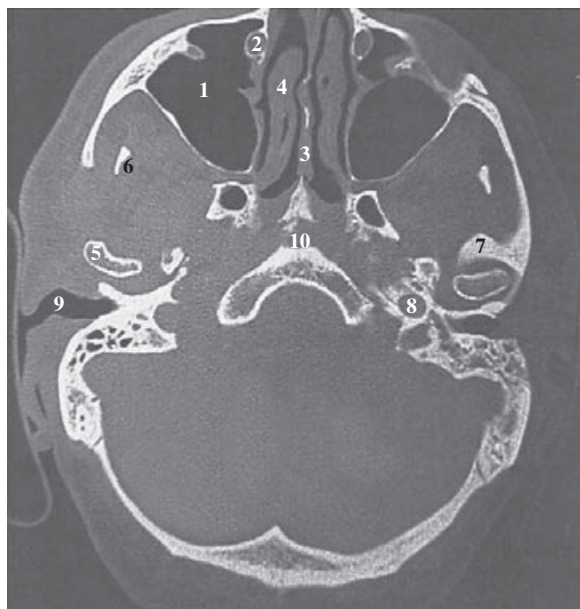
Tomografía computarizada de la cabeza. Sección axial a nivel de las fosas nasales. 1) Seno maxilar. 2) Conducto nasolagrimonal. 3) Vómer. 4) Cornete. 5) Apófisis condilar de la mandíbula. 6) Apófisis coronoides. 7) Tubérculo articular del temporal. 8) Conducto carotídeo. 9) Conducto auditivo externo. 10) Unión esenooccipital.
